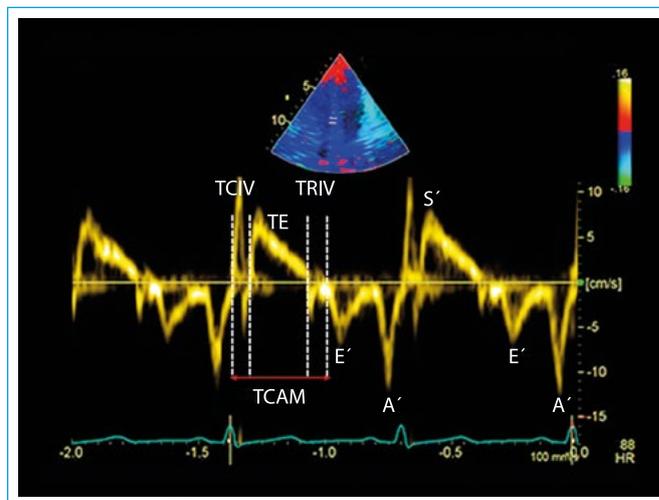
Registro de velocidad de Doppler tisular mitral septal en el plano apical de 4 cámaras (E': onda diastólica temprana; A': onda diastólica tardía; S': onda sistólica; TCAM: tiempo de cierre-apertura mitral; TCIV: tiempo de contracción isovolumétrica; TE: tiempo de eyección; TRIV: tiempo de relajación isovolumétrica)
